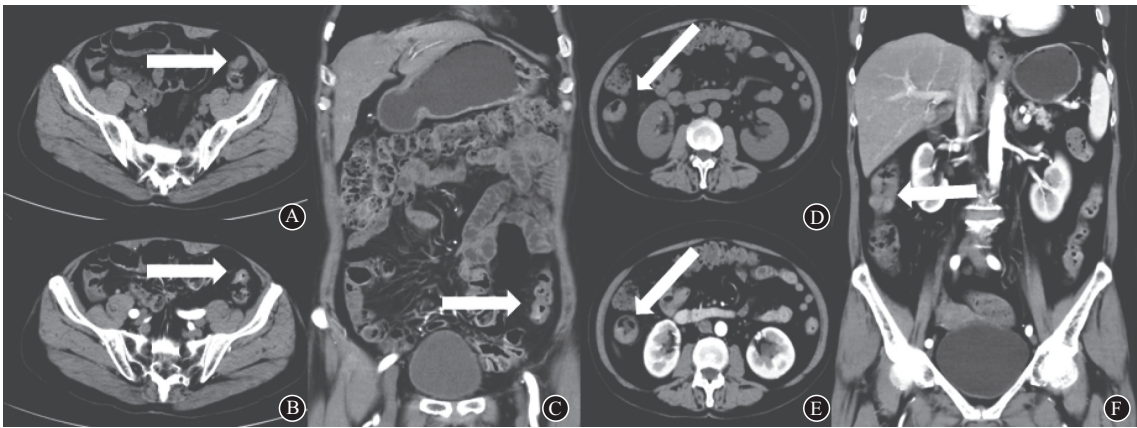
多排螺旋CT(MSCT)结肠癌术前T分期:≤T2期,肠壁轻度增厚,≤10 mm,管腔轻度狭窄,浆膜层光整,邻近脂肪间隙清晰,增强后明显强化。A—C为T1期乙状结肠癌;D—F为T2期升结肠癌
